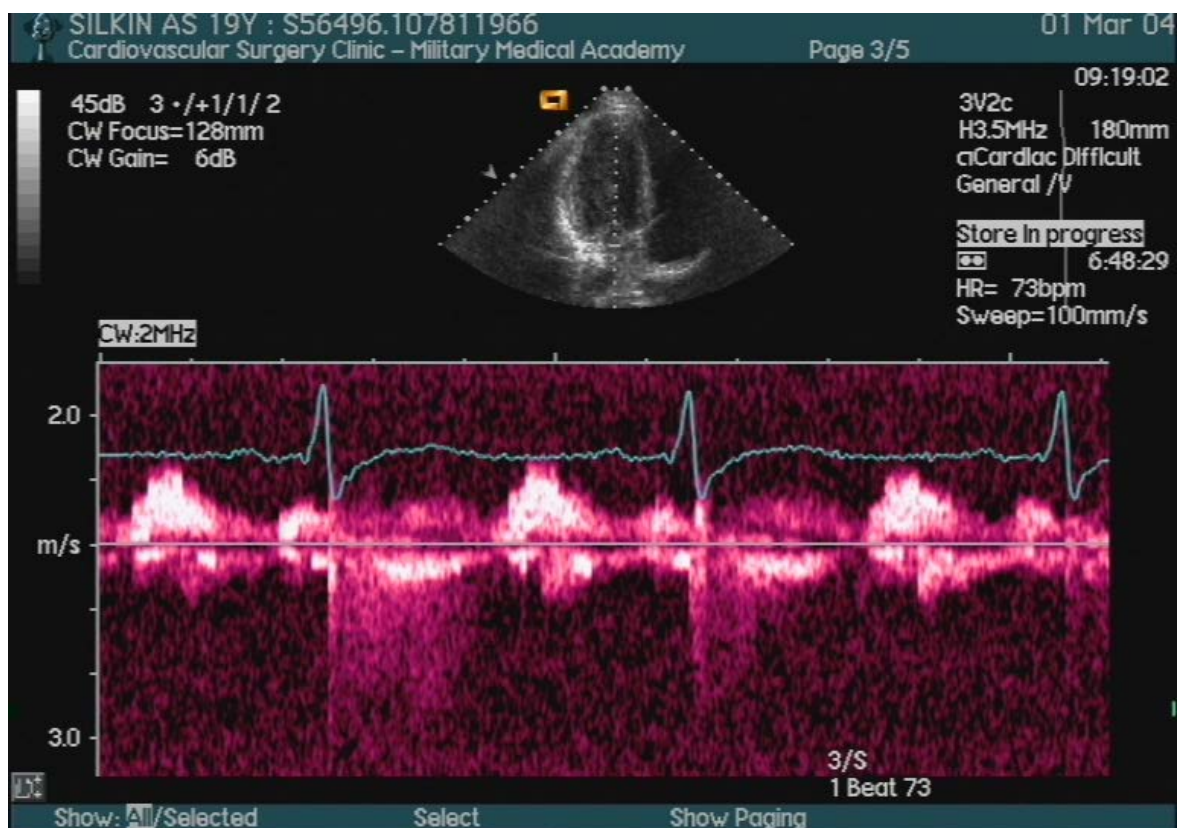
Эхокардиограмма спортсмена С-на, мастер спорта по тяжелой атлетике, возраст 19 лет, стаж занятий - 9 лет
